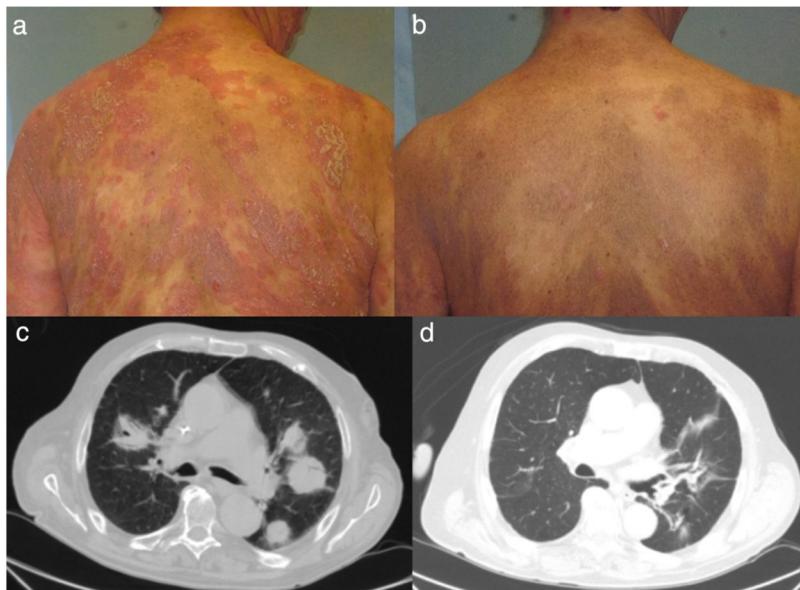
Respuesta clínica y radiológica de 2 de los pacientes en tratamiento con brentuximab. a) Lesiones cutáneas en la paciente número 1 antes de iniciar el tratamiento sistémico. b) Respuesta clínica en piel a las 6 semanas de inicio del tratamiento, con una disminución del eritema y la infiltración, así como de la extensión de las lesiones. c) Corte axial de TAC de tórax con contraste. Masas tumorales en ambos campos pulmonares correspondientes a una proliferación de linfocitos CD4+, CD30+. d) Desaparición completa de las masas tumorales tras la octava infusión de brentuximab.
